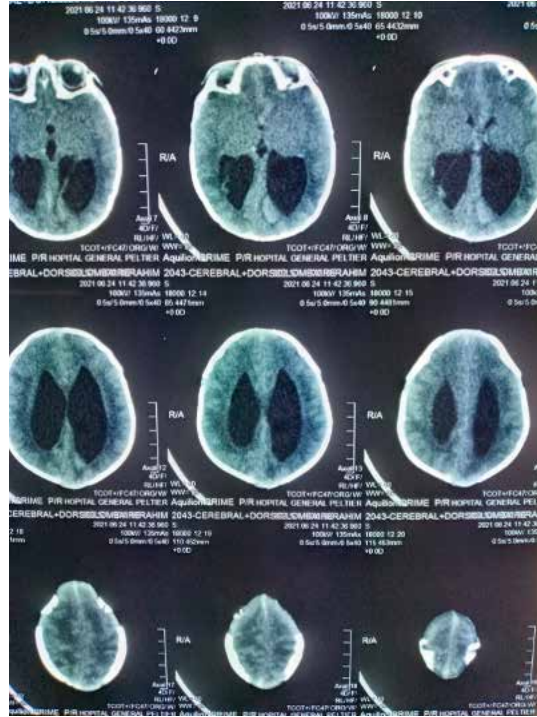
Imágenes de la tomografía axial computarizada de cráneo. Corte axial.
